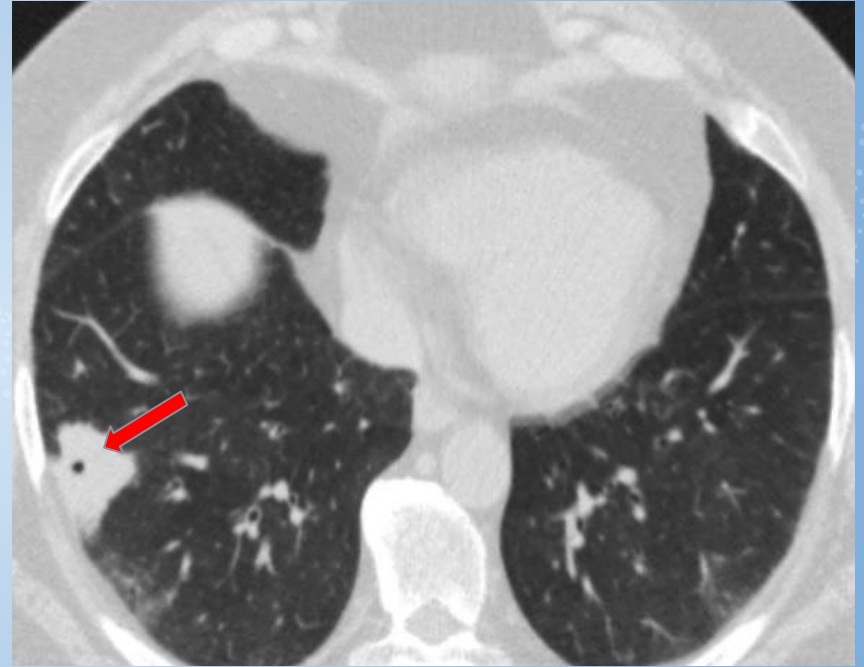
Tumor quístico pulmonar. Tomografía de tórax ventana parenquimatosa: imagen nodular de bordes espiculados con cavidad central (flecha roja).
